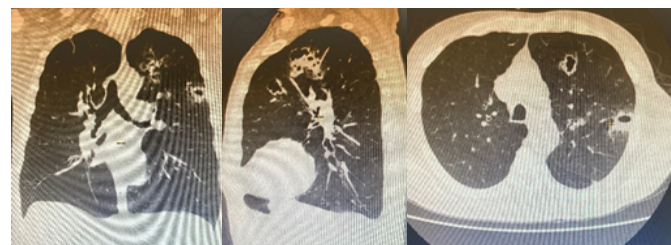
(а, б, в) КТ грудной клетки - множественные «ковидные кавитации» в верхней доле левого легкого у пациента 74 лет
